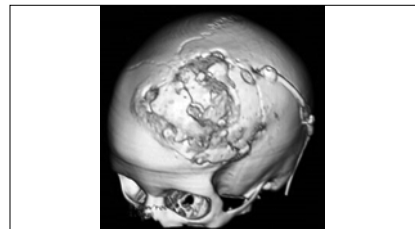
Tomografía computada de cráneo reconstrucción tridimensional. Corrección del defecto óseo frontal izquierdo, condición Post-Craneoplastia con injerto autólogo.
